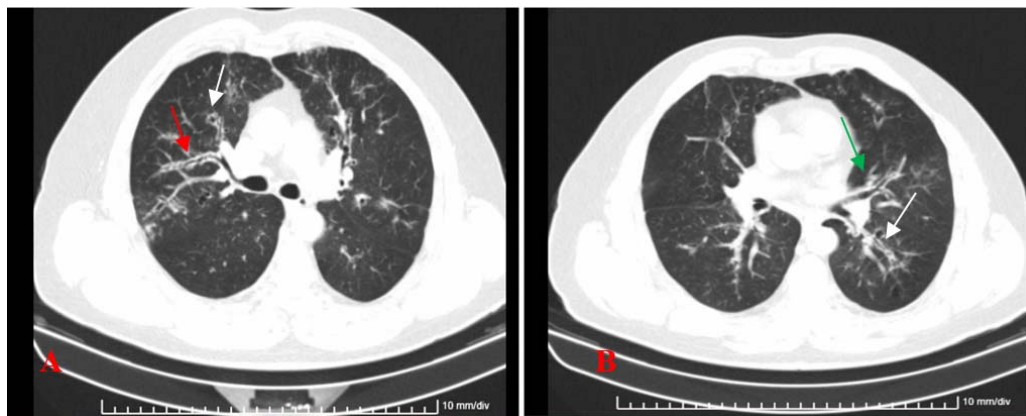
En la TAC de tórax se observan bronquiectasias proximales. A. La flecha blanca una bronquiectasia (Bq) tipo cilíndricas. La flecha roja indica una (Bq) tipo raíl de tren. B. La flecha verde Bq tipo árbol en brote; la flecha blanca Bq tipo raíl de tren.
